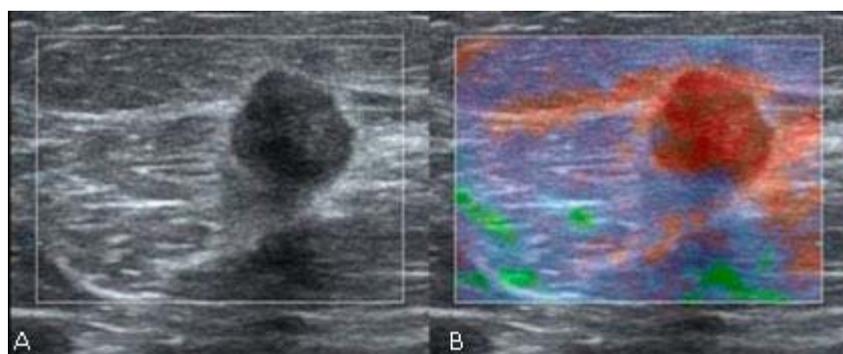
(A) Ultrasonido de mama: Nódulo hipoecoico, heterogéneo, con atenuación del sonido, de contornos irregulares BIRADS 4b. (B) Técnica elastográfica se evidencia tejido con ausencia de elasticidad prácticamente uniforme compatible con grado 5 de la clasificación de Ueno.
